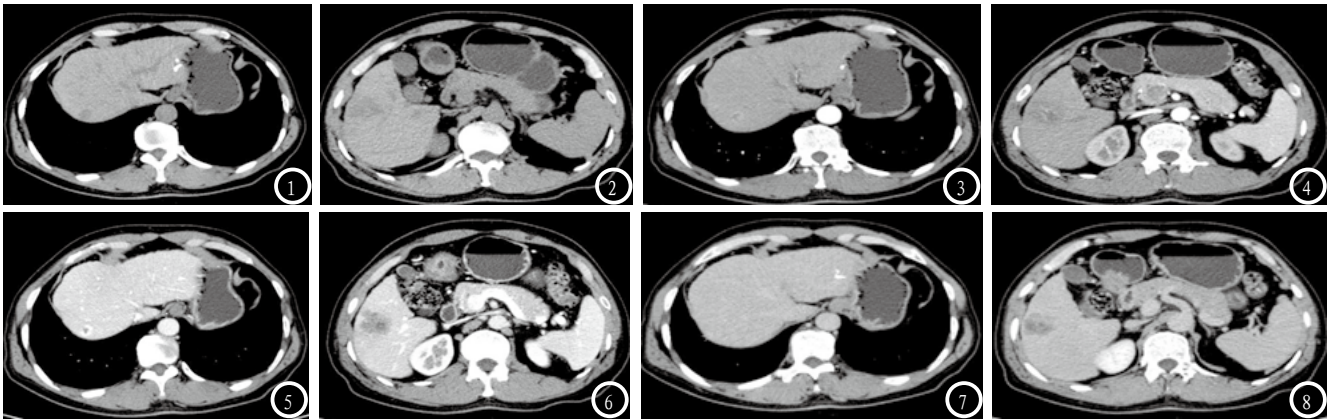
肝实质性占位在螺旋CT平扫的图像显示。图3-4 肝实质性占位在螺旋CT增强中的图像显示。图5-6 静脉期增强肝实质性占位图像。图7-8 延迟期增强肝实质性占位图像。
